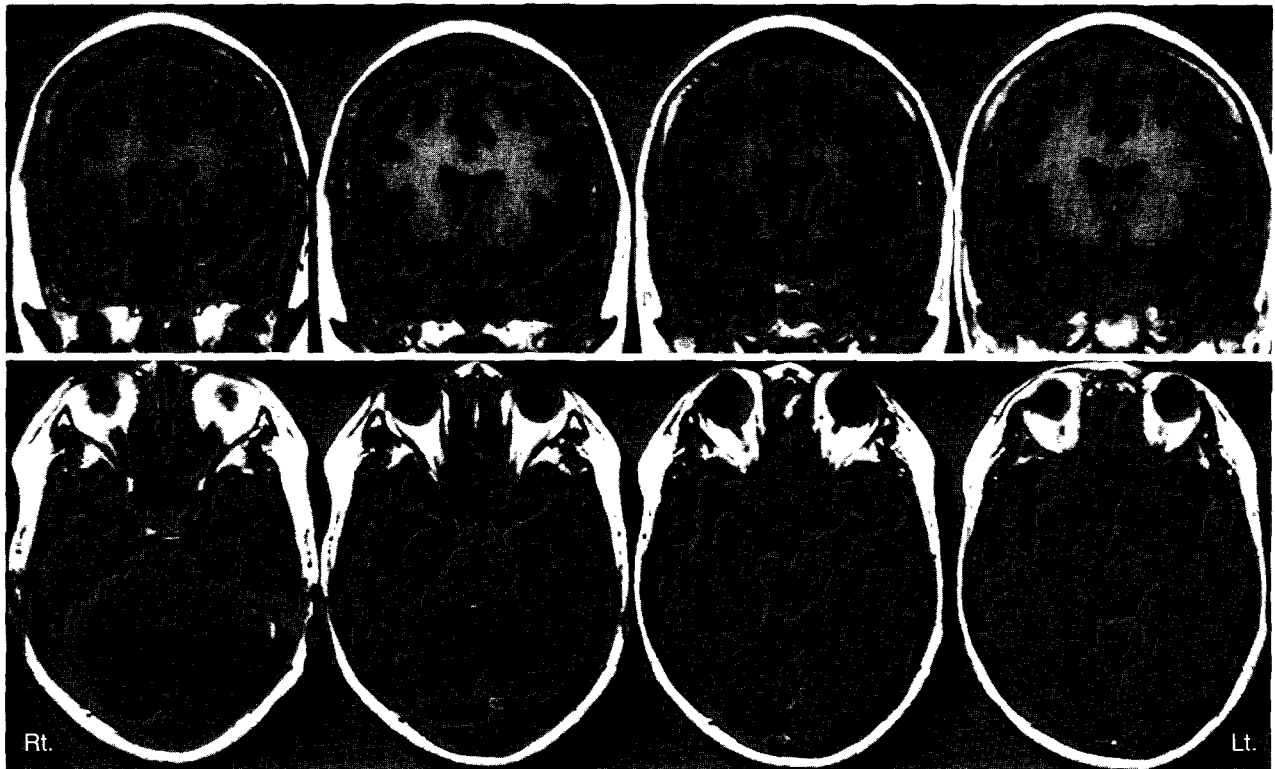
T1-axial and coronal brain MR images show cortical atrophy in the bilateral temporal area, more marked on the right side
